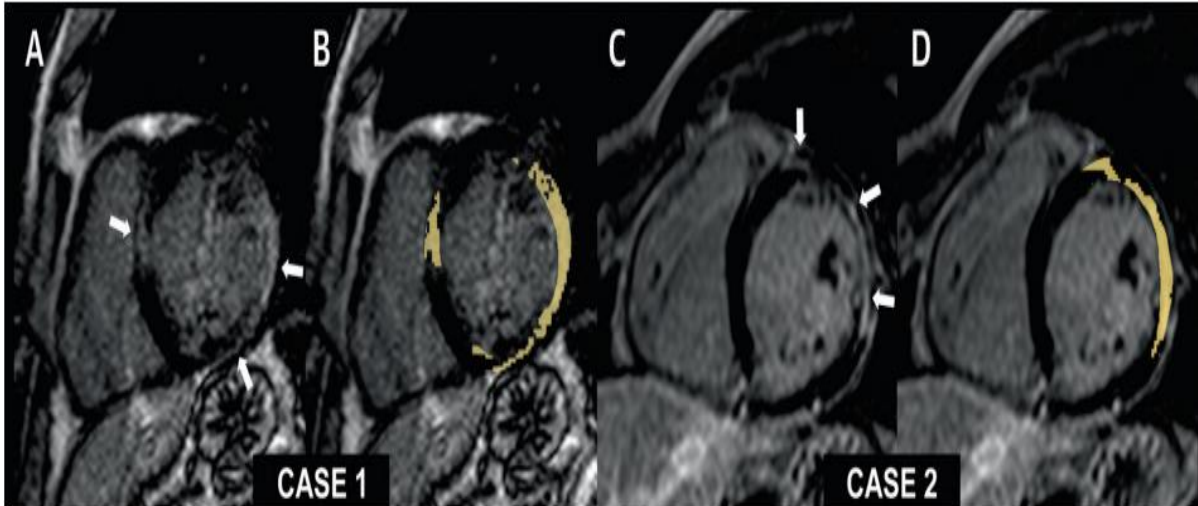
Ressonância magnética na cardiomiopatia chagásica com detecção e quantificação de fibrose miocárdica. Imagens de realce tardio em eixo curto demonstrando a presença de fibrose miocárdica (setas) e a sua quantificação (áreas amarelas). O paciente do caso 1 (A, B) apresentou um total de 20 g de fibrose miocárdica e do caso 2 (C, D) apresentou 4,1 g de fibrose miocárdica. Adaptado de (SENRA *et al.*, 2018).
